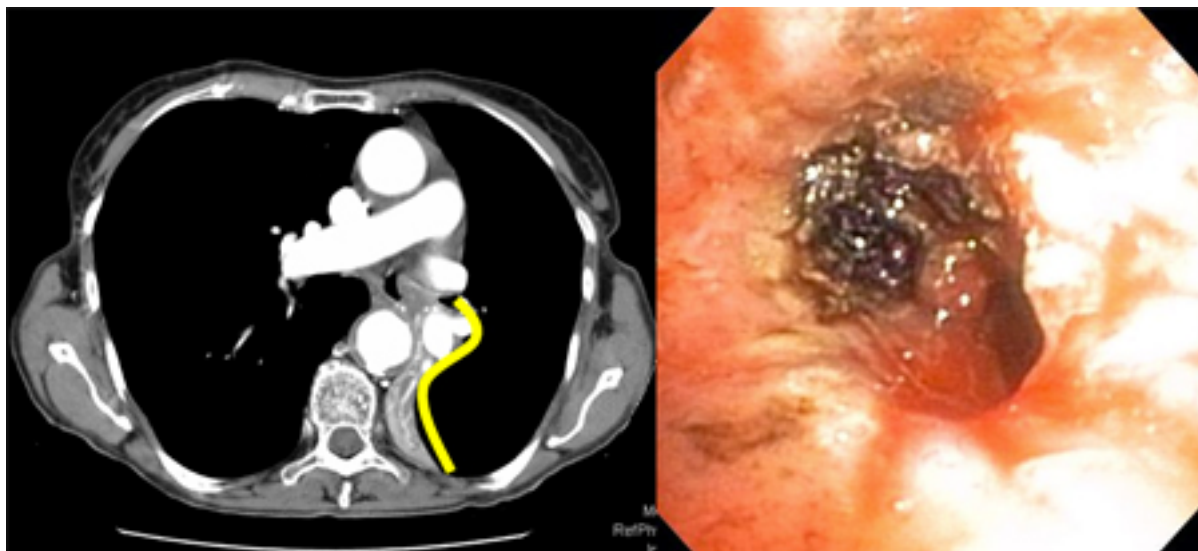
Sinal do S de Golden ou S invertido na tomografia computadorizada (TC) do tórax (imagem da esquerda), com traço amarelo. Broncoscopia flexível (imagem da direita) mostrando a lesão obstrutiva central nos brônquios principais esquerdos.
